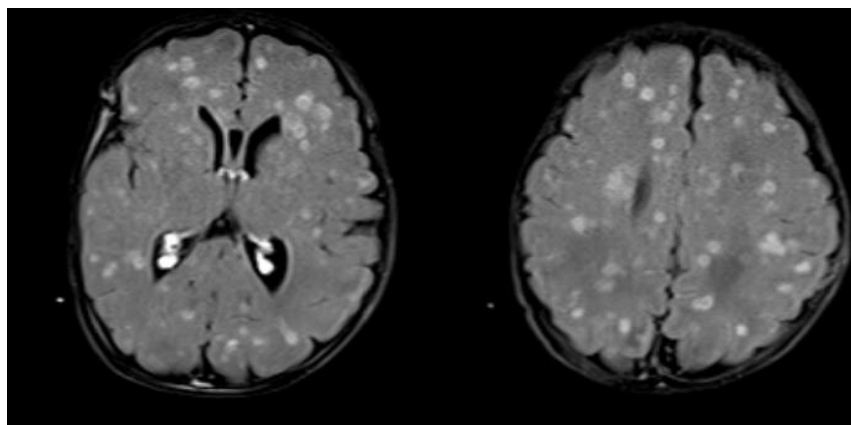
Contrast Brain MRI on 30th hospital day. Numerous small disseminated hyperintense lesions involving both cerebral white matter and both basal ganglia.
